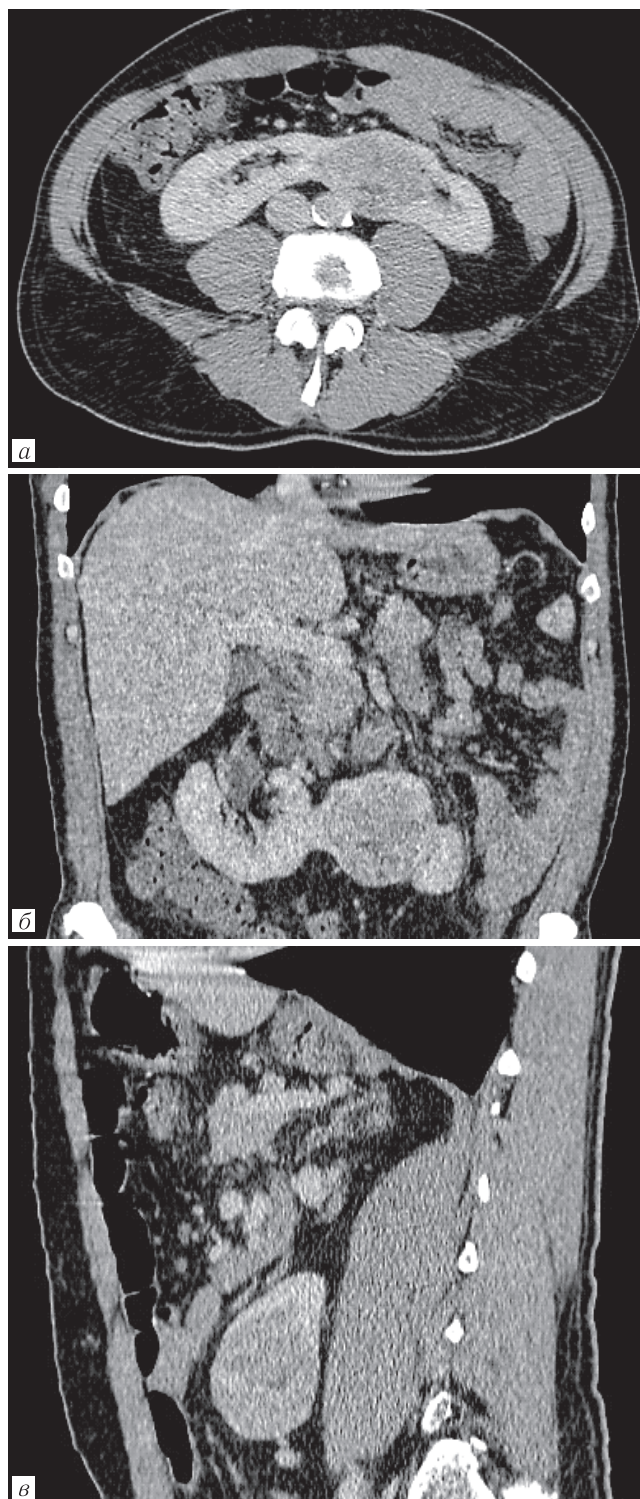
Компьютерная томография, артериальная фаза. Опухоль левой половины подковообразной почки на уровне нижней трети (стрелка): *а* — аксиальная проекция; *б* — фронтальная проекция; *в* — сагиттальная проекция
